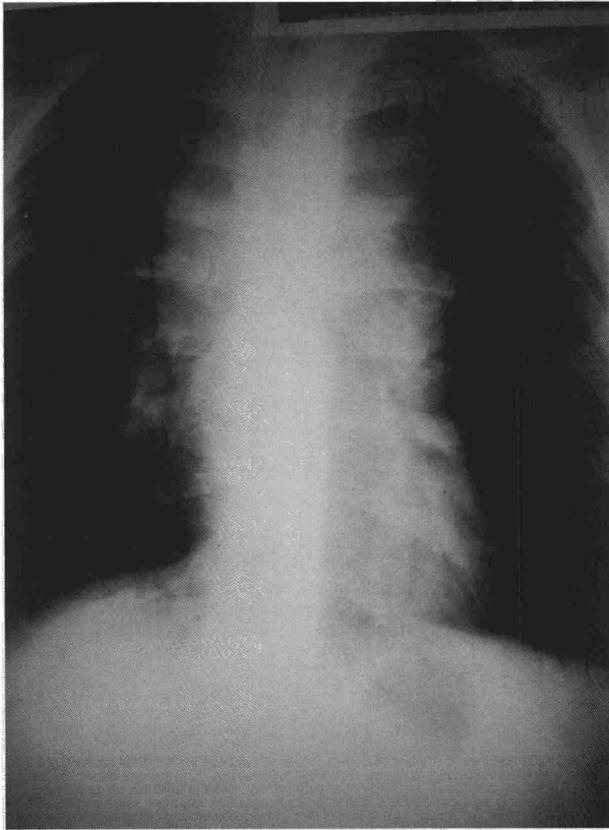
Caso 2. Radiografía de tórax con masa mediastínica. Remitido tras realizarse en otro hospital mediastinotomía no diagnóstica. Mediastinoscopia (150 min): enfermedad de Hodgkin tipo celularidad mixta. Tratamiento: quimio y radioterapia.
